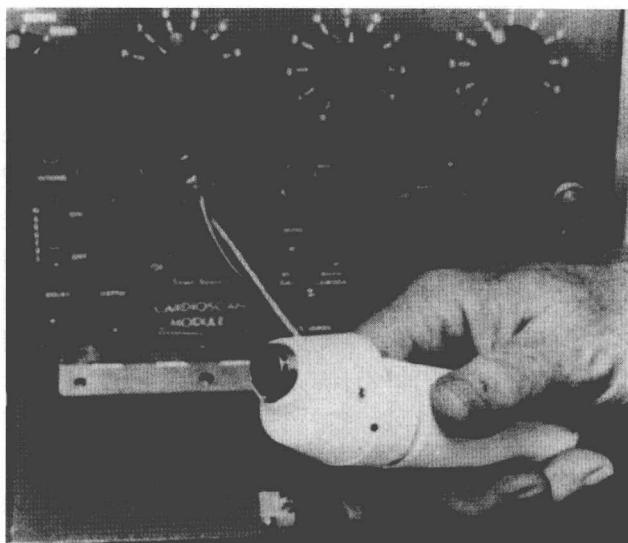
手持式机械性扇形扫描仪。(经作者同意引自 Eggleton RC, Feigenbaum H, Johnston KW, et al. Visualization of cardiac dynamics with real-time B-mode ultrasonic scanner. In: White D, ed. Ultrasound in Medicine. New York, Plenum Publishing, 1975;1385)
